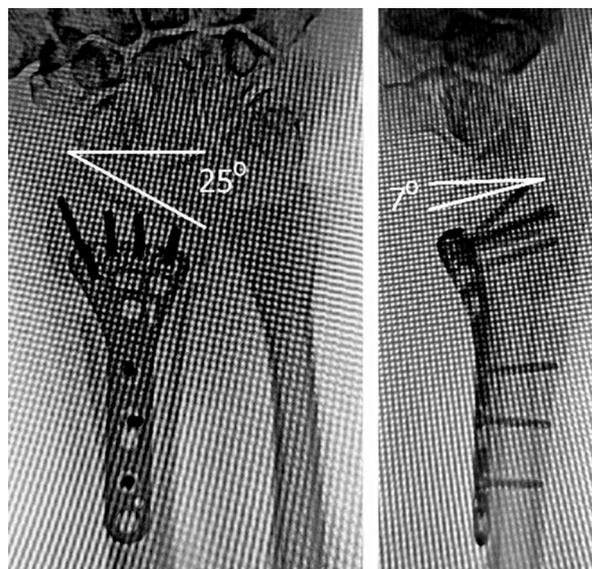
Рентгенограммы области правого кистевого сустава после операции: восстановлены правильные соотношения суставных поверхностей и длины костей предплечья
